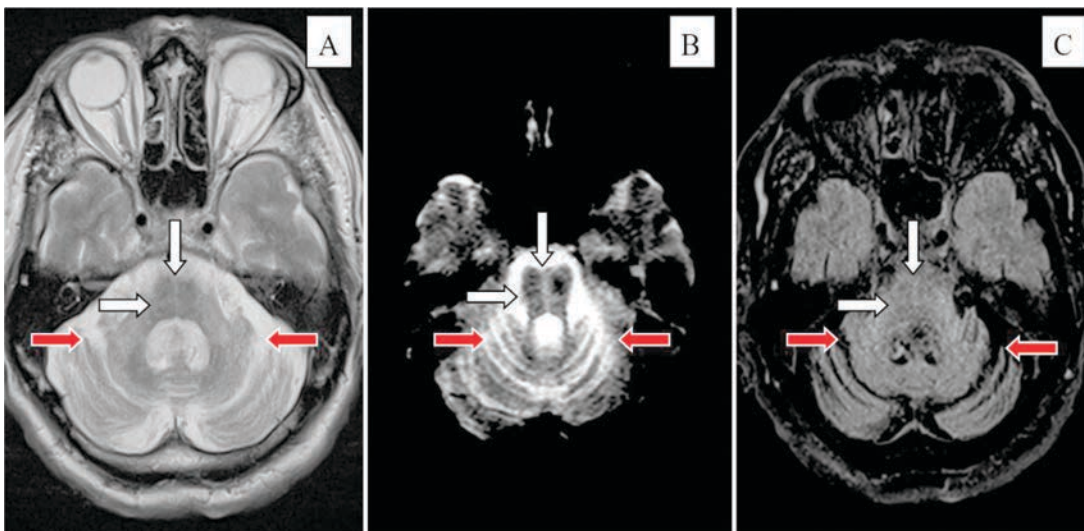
МРТ исследование пациенту Б., 67 лет, в аксиальной проекции в режимах T2ВИ (А), T2*(hemo) (В) и TIRM (С). Белые стрелки – патологический сигнал поперечных волокон моста и волокон, образующих область ядер шва, которые вместе образуют фигуру «креста», пересекающую мост, в виде повышенного сигнала. Красные стрелки – атрофия мозжечка с расширением субарахноидальных пространств между его листочками и расширение 4-го желудочка
